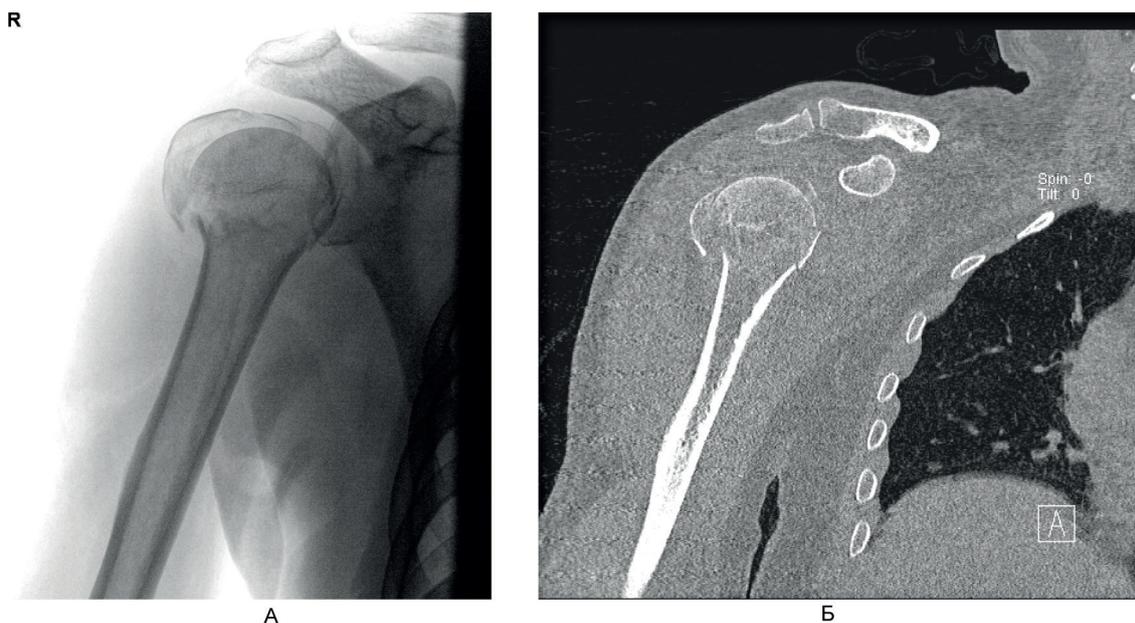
Больной А., 50 лет. А – рентгенография плечевого сустава в стандартных проекциях; Б – компьютерная томография до операции.
